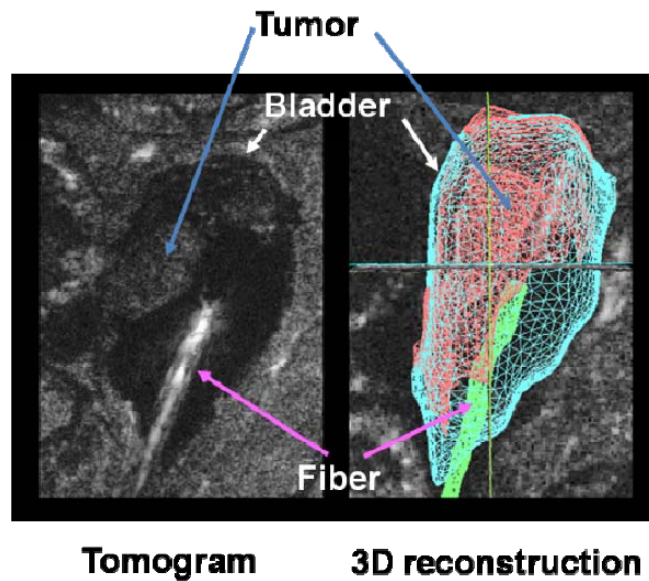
超音波エコーにて膀胱内腔、腫瘍が観察でき、さらに光照射用ファイバープローブの位置を30 f/s以上の時間分解能でモニタリングできる。
